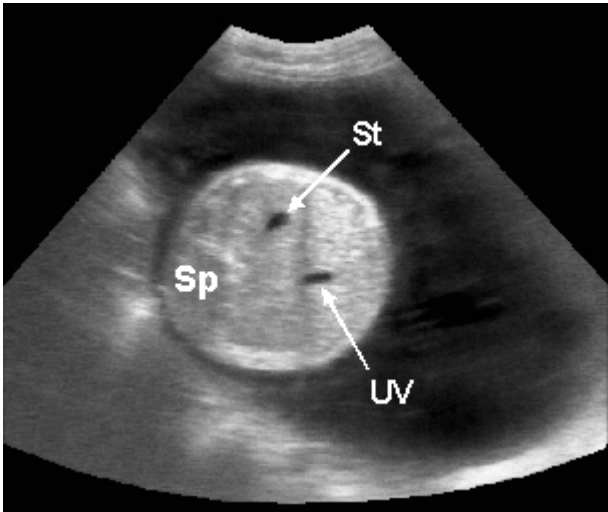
Prenatal ultrasomogram of the esophageal atresia. Very small stomach and oligohydramnios are visualized (Sp, spine; St, stomach; UV, umbilical vein).
